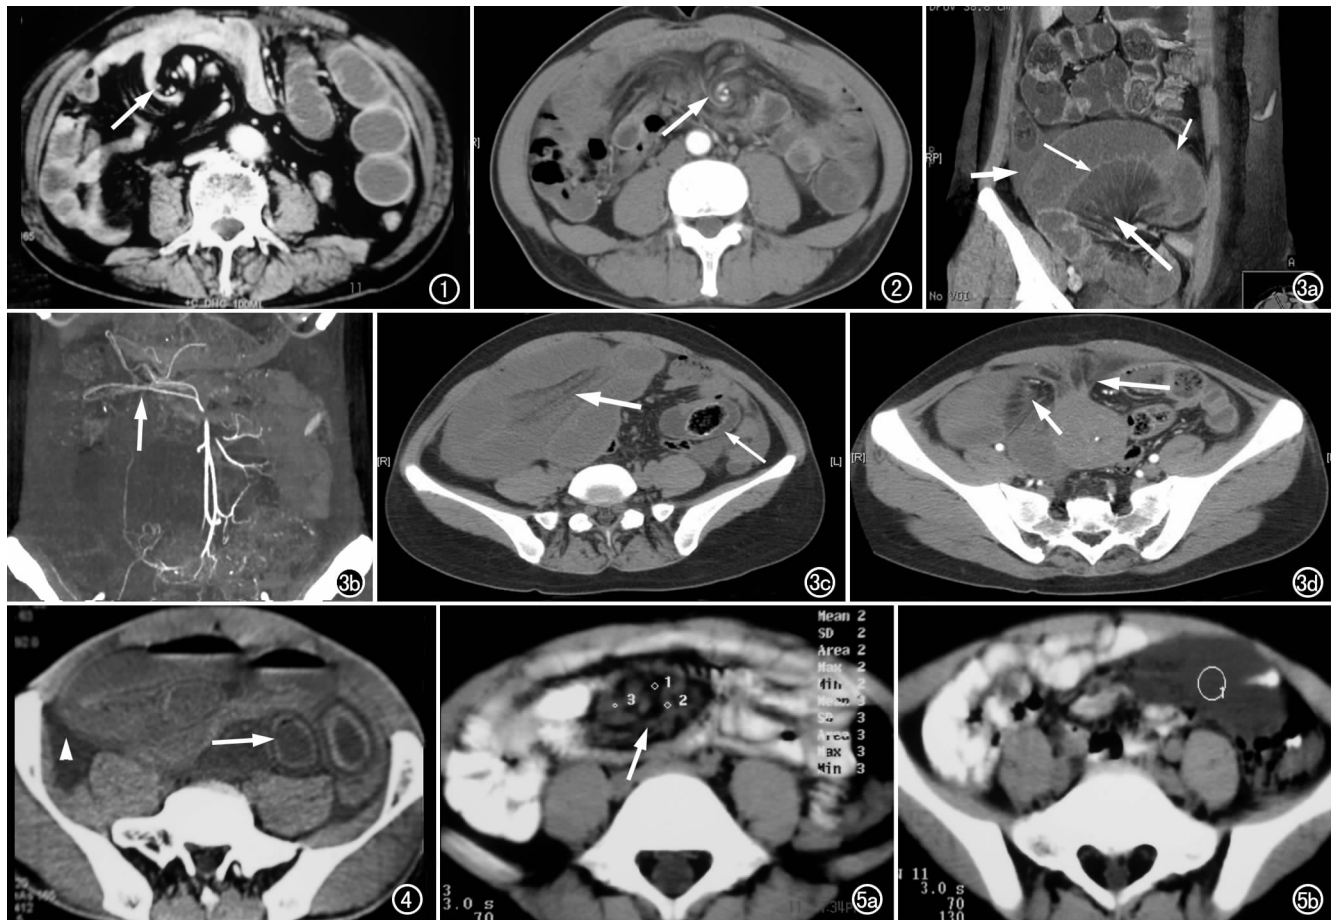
结肠癌术后 2 年。CT 示回肠距回、结肠吻合口 70 cm 处内疝形成致小肠 360°扭转,可见肠管的漩涡征(箭)、血管的漩涡征及鸟喙征。图 2 胃溃疡术后 6 年。CT 示空肠距屈氏韧带 120 cm 处索带压迫致空肠 360°扭转,可见肠管的漩涡征(箭)和血管的漩涡征。图 3 a) 回肠距回盲部 75 cm 处内疝致小肠 270°扭转,VR 重组后切割清楚显示肠管的漩涡征(短细箭)和血管的漩涡征(粗长箭)、局部肠管强化减弱、肠系膜血管显影浅淡(细长箭)及腹水(粗短箭),术中发现肠管坏死; b) MIP 冠状面重组,示移位、旋转的肠系膜动脉分支(箭); c) 扩张的肠管呈咖啡豆状(粗箭),示肠壁水肿,呈同心圆征(细长箭); d) 轴面插薄图像清楚显示手术后形成的疤痕组织(长箭)和疝入的肠曲(短箭)。图 4 绞窄性肠梗阻。CT 示距回盲瓣 5 cm 处,索带压迫致肠管及系膜 90°扭转,示同心圆征(长箭)和腹水(箭头)。图 5 a) 回肠系膜处囊肿致回肠逆时针 180°扭转,CT 示肠管的漩涡征(箭)和血管的漩涡征; b) 其下方层面可见肠系膜囊肿。
